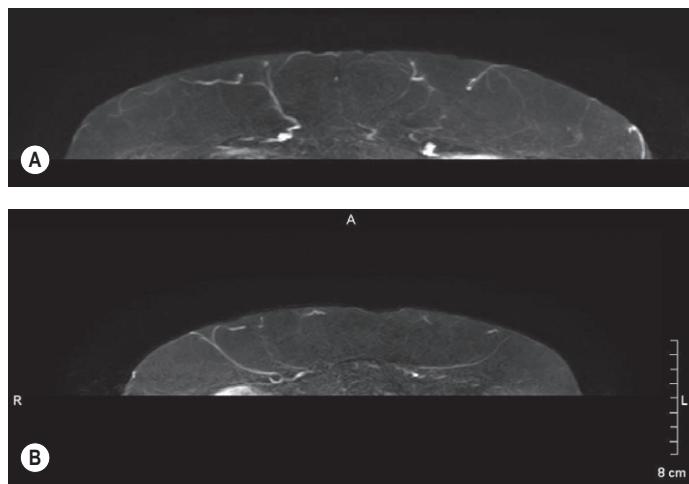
(A,B) Axial non contrast-MRI images showing the course of some intramuscular perforators arising from the deep epigastric vessels.
